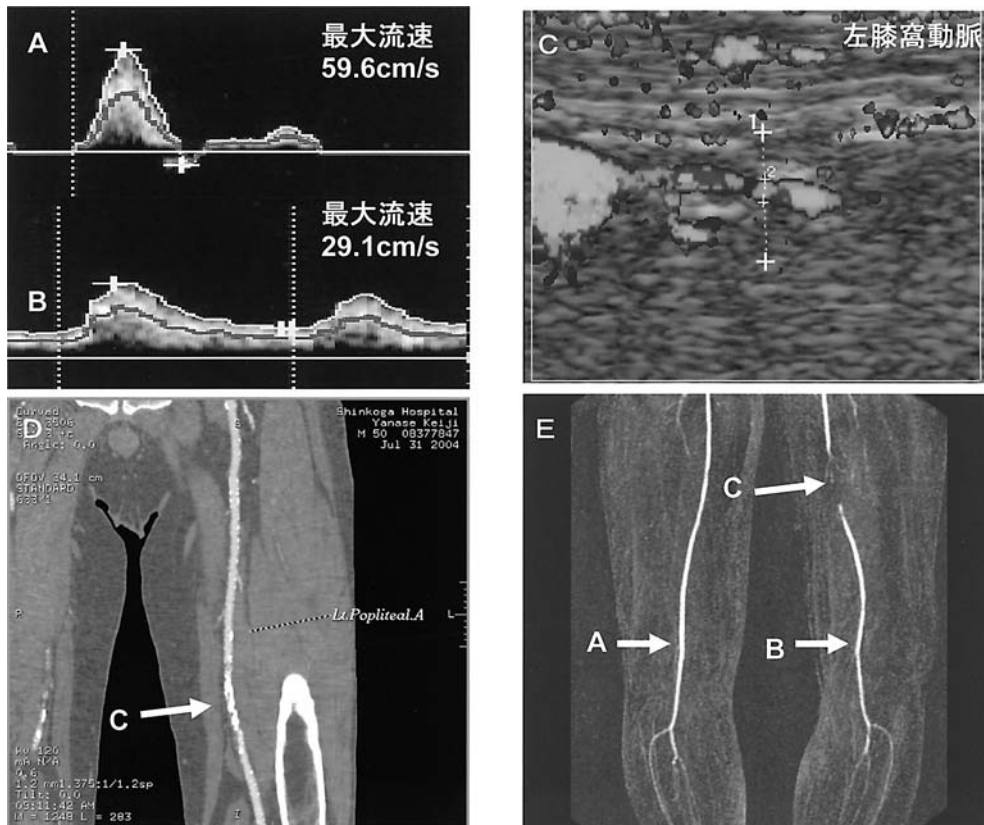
大腿部位のCTA, MRA, 超音波法による画像(症例7)
